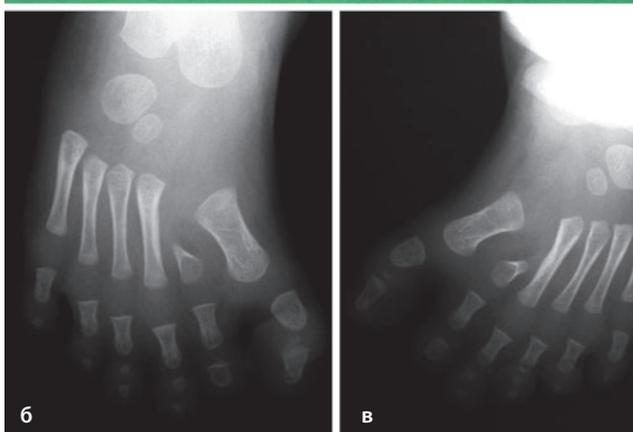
а–в. Редкий случай полидактилии с двусторонним вовлечением внутреннего отдела стоп. Отмечается наличие добавочных пальцев с частично сформированными добавочными плюсневыми костями. Внешний вид (а) и рентгенограммы (б, в). Вследствие наличия добавочных плюсневых костей межплюсневый угол между 1 и 2 лучами увеличен.
